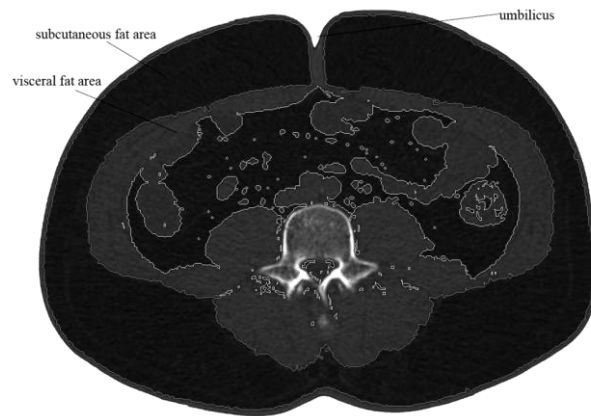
CT 測量所呈現的腹部脂肪分布圖
